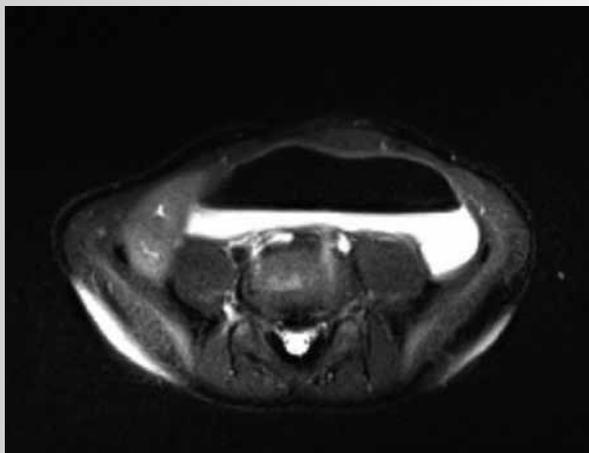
Гидро-МРТ у пациента с синдромом короткой кишки. В горизонтальной плоскости видна расширенная петля тонкой кишки.
